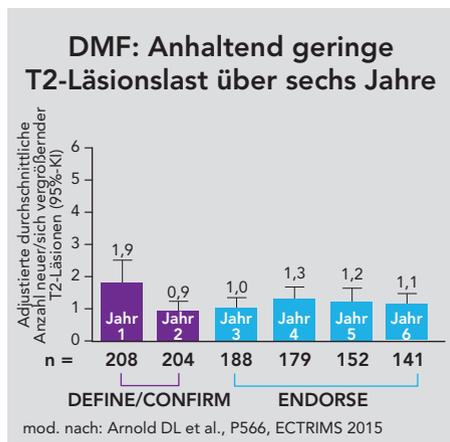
In den MRT-untersuchten Patienten der Studien DEFINE, CONFIRM und ENDORSE hält DMF (240 mg; zweimal täglich) die T2-Läsionslast über 6 Jahre anhaltend niedrig.
